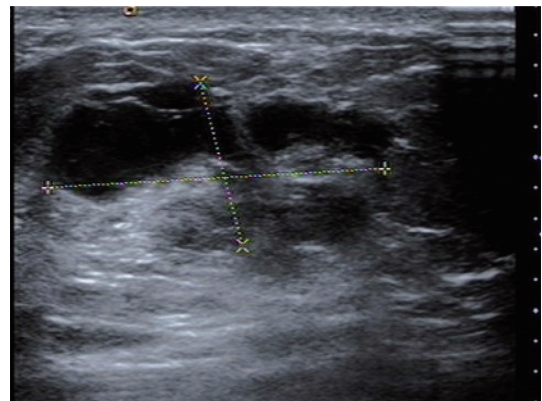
1例PASH BI-RADS 4b类超声图像
